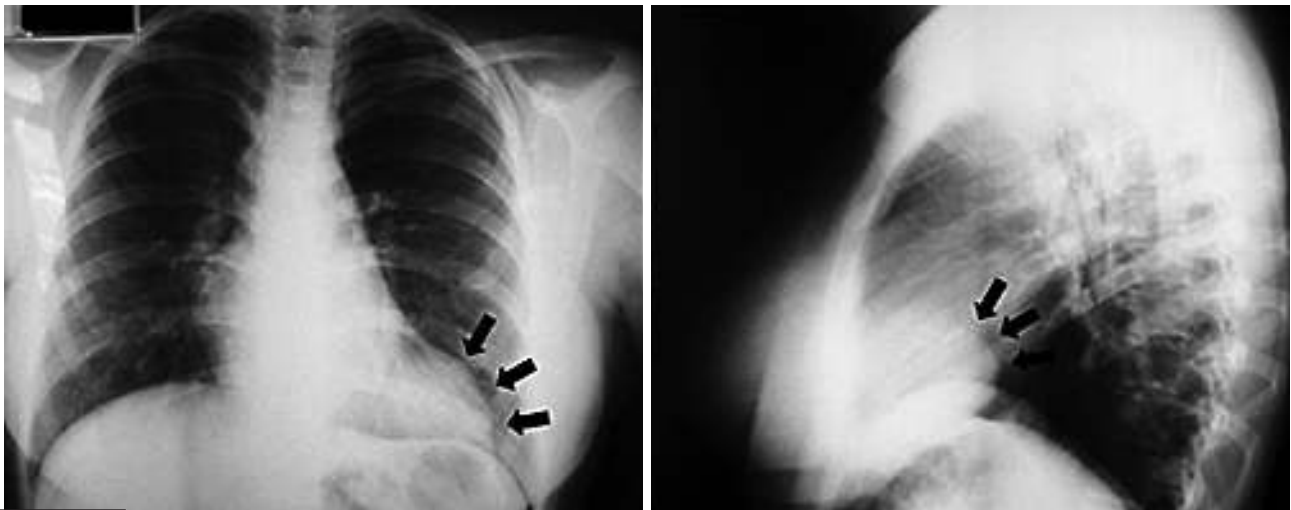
Radiografia torácica postero-anterior e perfil esquerdo.
